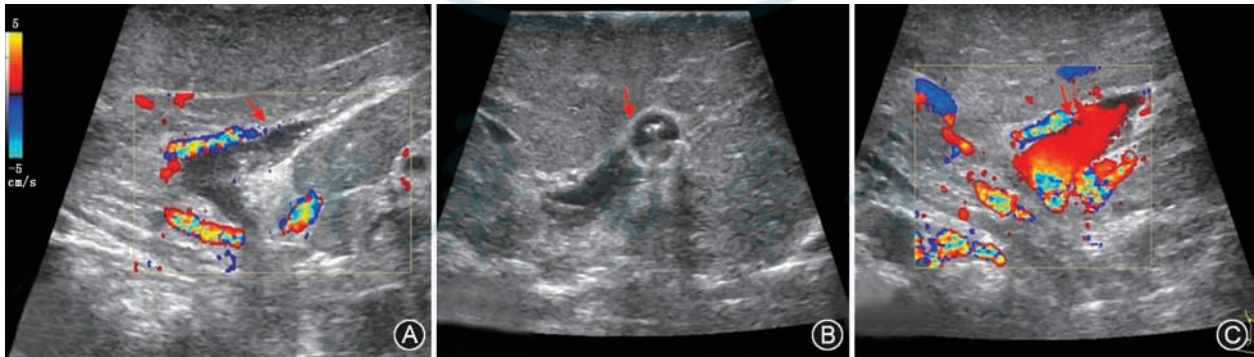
3岁患儿活体左半肝移植术中门静脉左支血栓形成超声图像 A:门静脉左支矢状部管腔内低回声团块,彩色多普勒血流成像示门静脉左支内未见血流信号;B:应用取栓导管取栓,术中超声显示导管位于门静脉左支内;C:成功取栓后,门静脉左支内血流恢复
